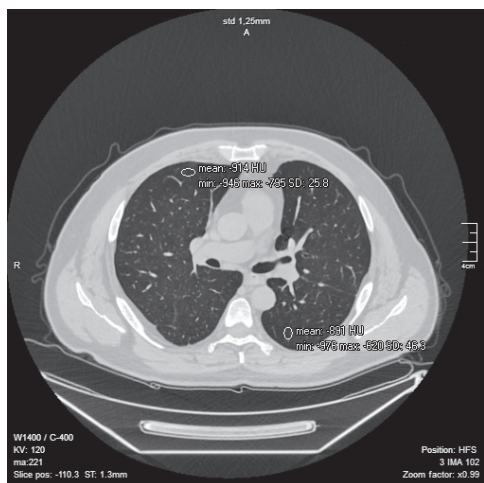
Аксіальний зріз КТ ОГК хворого М. із синдромом зникаючої легені та денситометричними показниками різних ділянок легень
